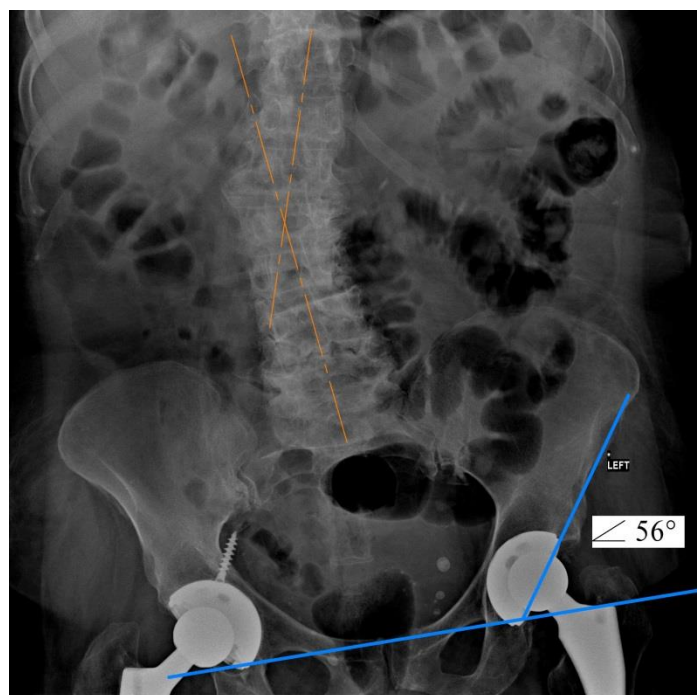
Рентгенограмма пациентки Ч., 73 лет. Слева: угол инклинации 56 градусов, угол антеверсии 5 градусов.
